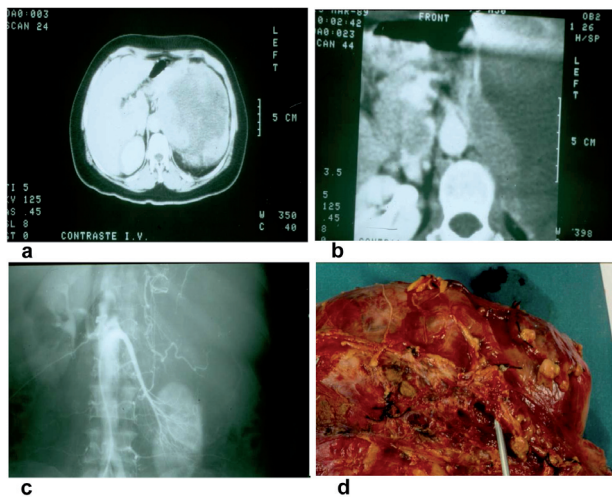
Mujer de 62 años. Consulta por masa lumboabdominal izquierda. Carcinoma suprarrenal Izquierdo con trombosis de vena renal y vena cava infrahepática . TAC (a). Trombosis de vena cava subhepática (b). Aortografía (c). Pieza quirúrgica con trombosis de la vena renal izquierda (d).
